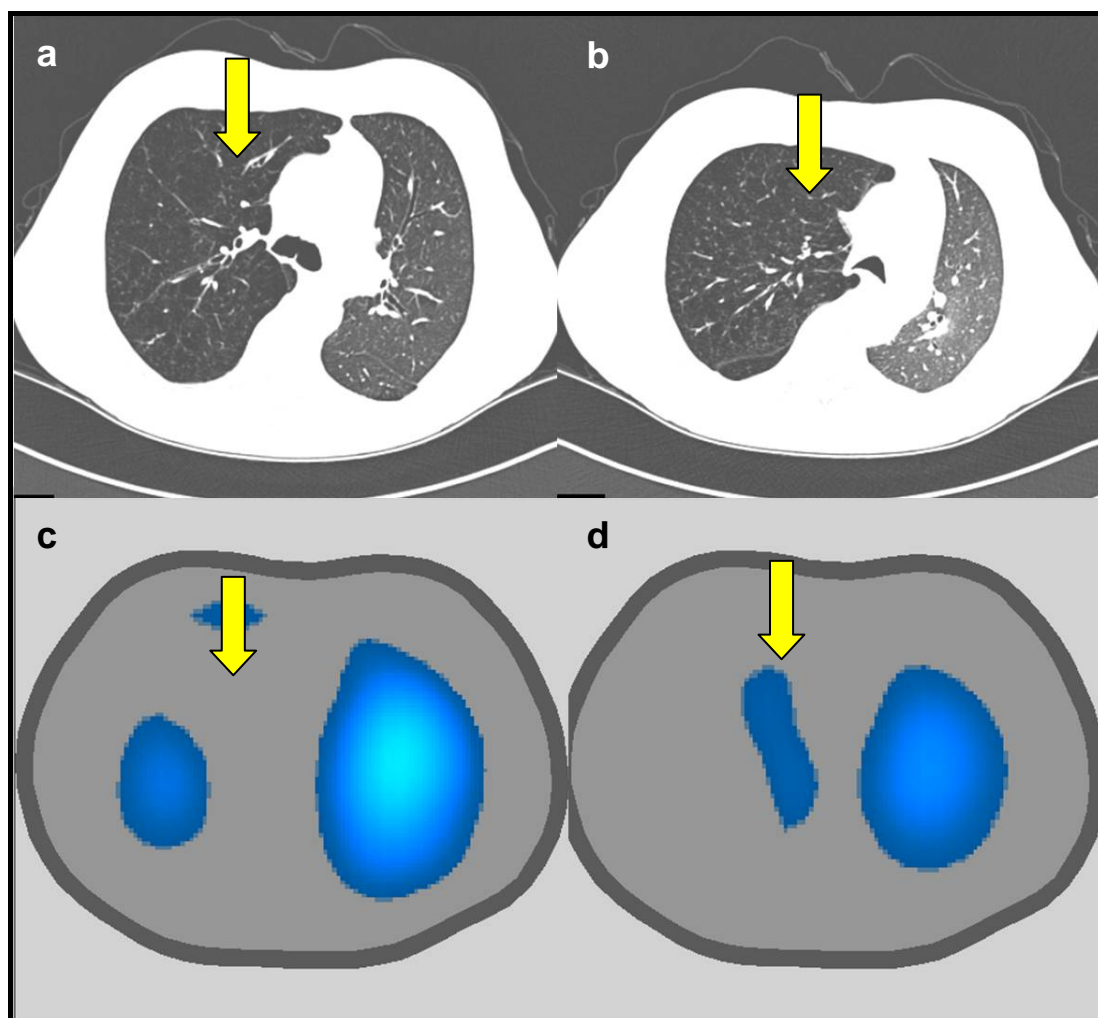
Tomografia de alta resolução do tórax e tomografia de impedância elétrica - UNI-E - transplante do pulmão esquerdo. Tomografia de alta resolução do tórax em inspiração e expiração (a e b respectivamente) de um paciente submetido a transplante unilateral esquerdo por enfisema. c - imagem extraída da TIE no fim do movimento inspiratório (não há variação da impedância na área correspondente lobo médio). d - imagem extraída da TIE no fim da expiração (enquanto há diminuição da impedância no pulmão transplantado e no lobo inferior direito do pulmão nativo, há aumento da impedância na região do lobo médio - setas amarelas).
